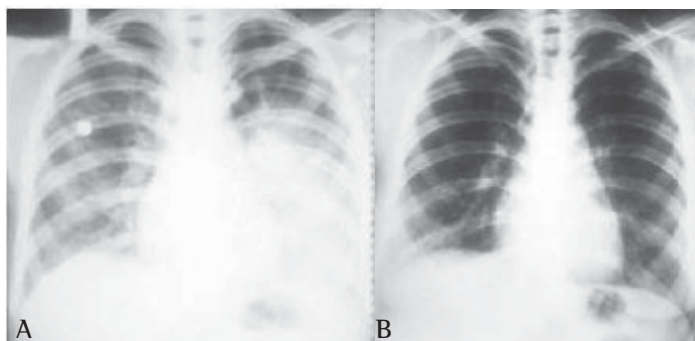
A) Radiografia de t rax no momento do diagn stico; B) Radiografia de t rax p s-lavagem pulmonar total
